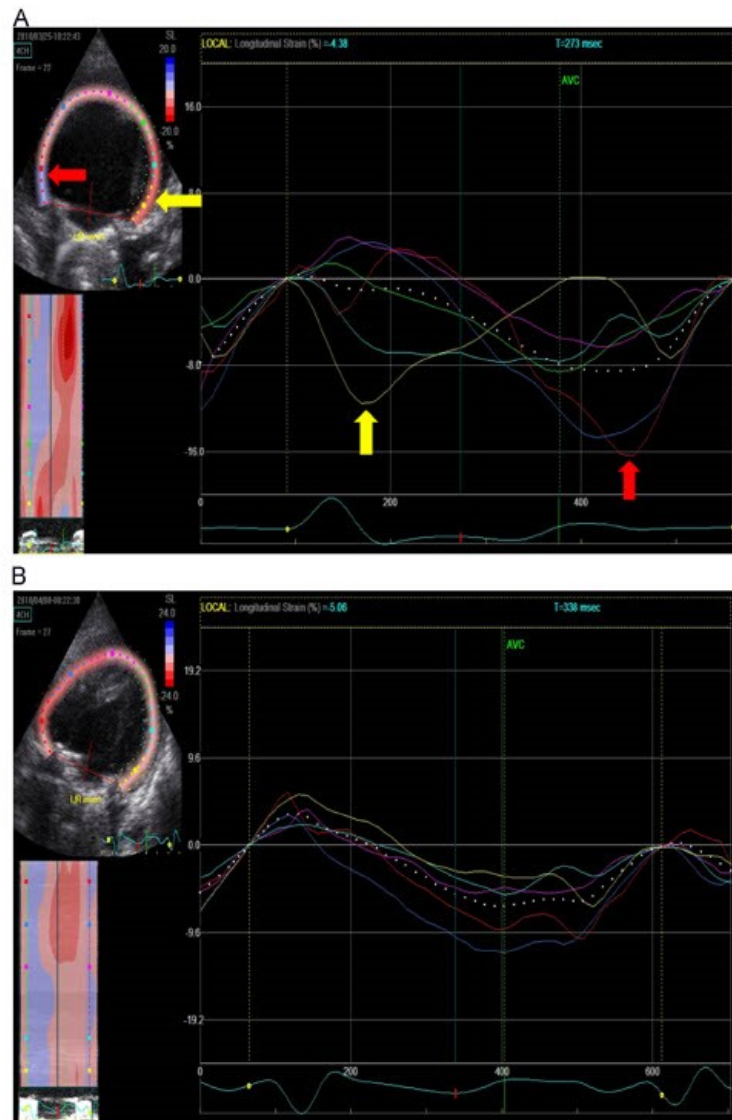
Echocardiography (speckle tracking analysis). A: Before pacing, early septal (yellow arrow) and late right ventricular free wall mechanical activation (red arrow) with a septal to lateral delay of 260 ms is seen. B: Major improvement in intra-right ventricular synchrony after resynchronization.
